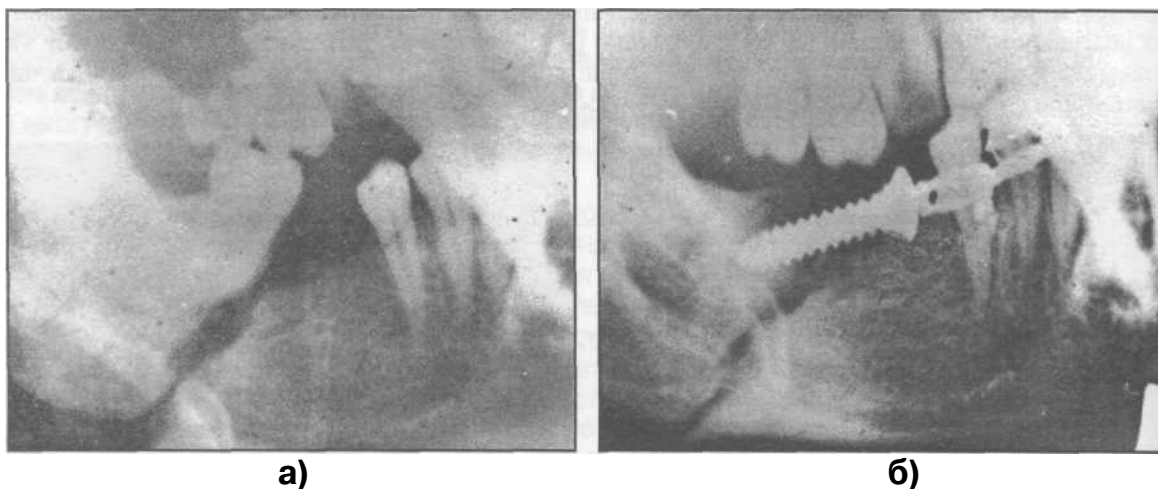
Фотоотпечаток с рентгенограммы нижней челюсти больного до операции (а) и после удаления зуба мудрости с последующим наложением устройства (б), предложенного Кононенко - Рузиным (наблюдение Ю.Г. Кононенко, 1995).
